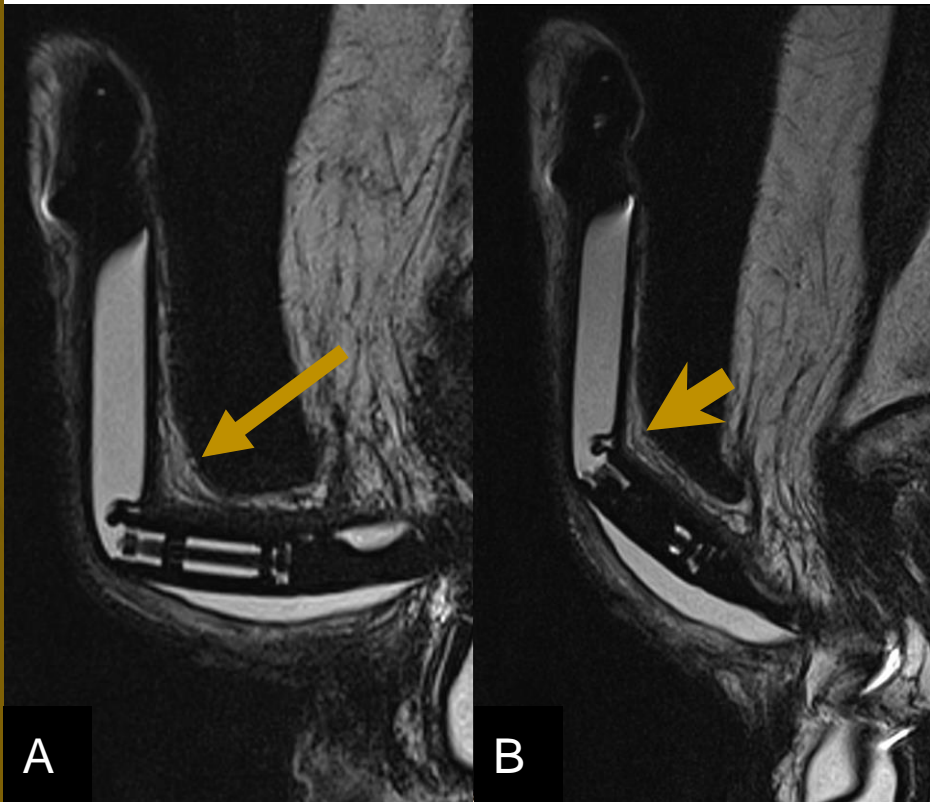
RM sin contraste, T2 sagital
